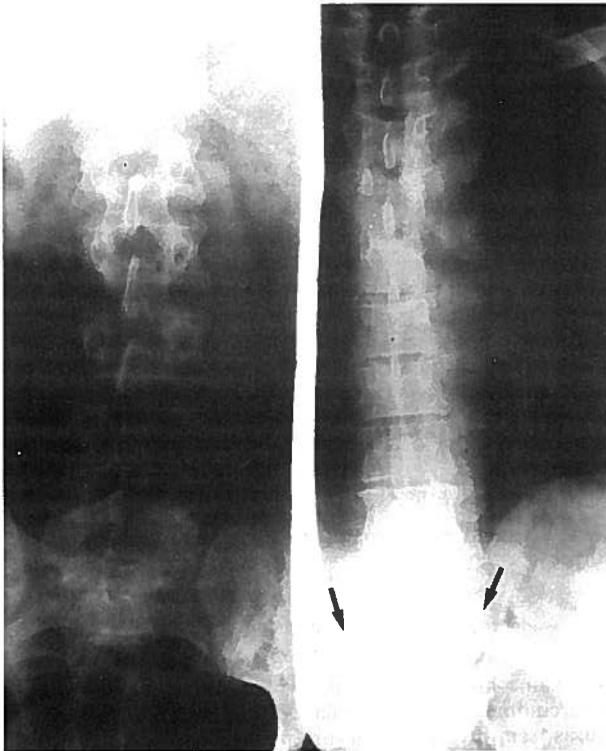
Radiografia da coluna dorso/lombar mostrando sindesmofitos tipo II a nível de D<sub>10</sub>-D<sub>11</sub> (setas).
